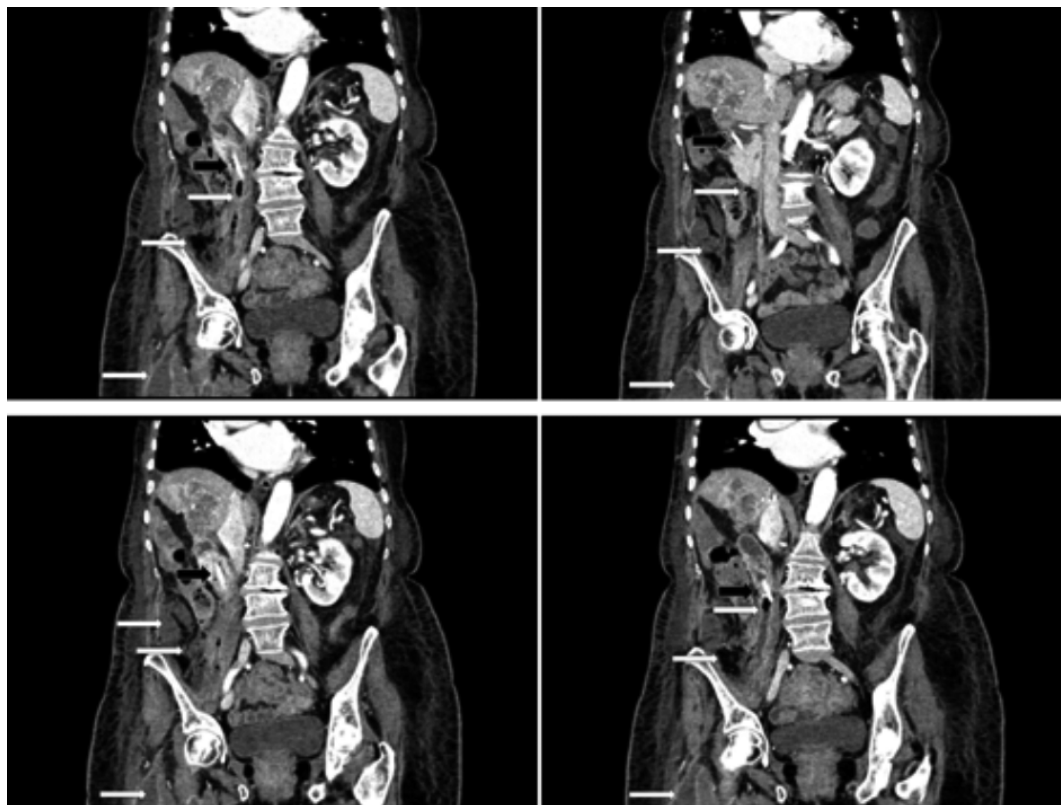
Se presenta la reconstrucción mediante TAC de cuatro cortes coronales sucesivos en que se aprecia la endoprótesis biliar (flecha negra) y el absceso retroperitoneal derecho adyacente al psoas y que desciende hasta el muslo derecho.
